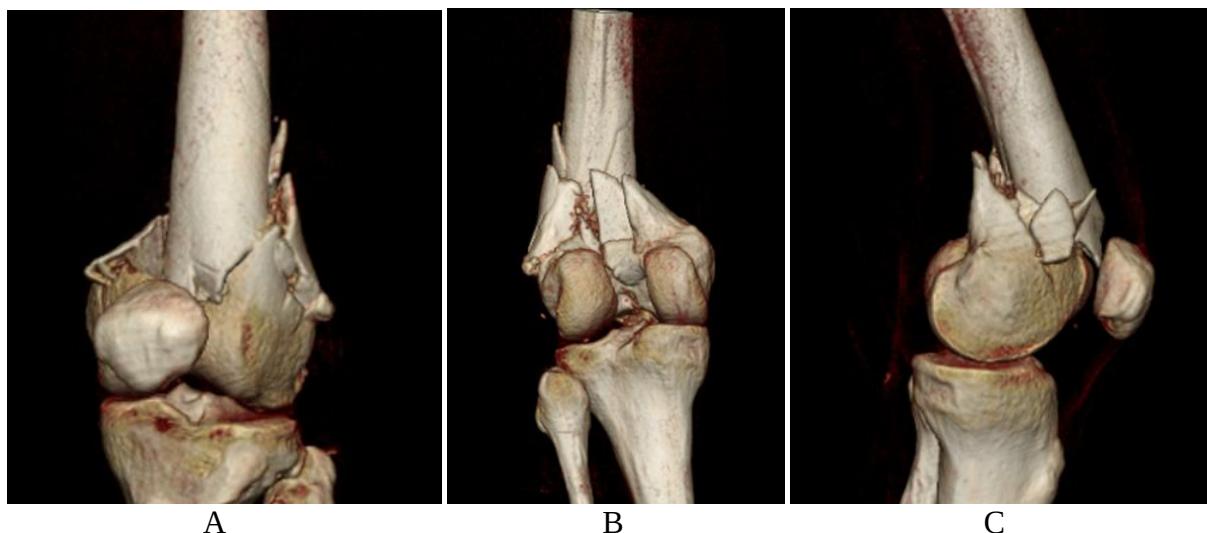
Imagini CT a unei fracturi intraarticulare FFD de tipul C2 (reconstrucție 3D):
